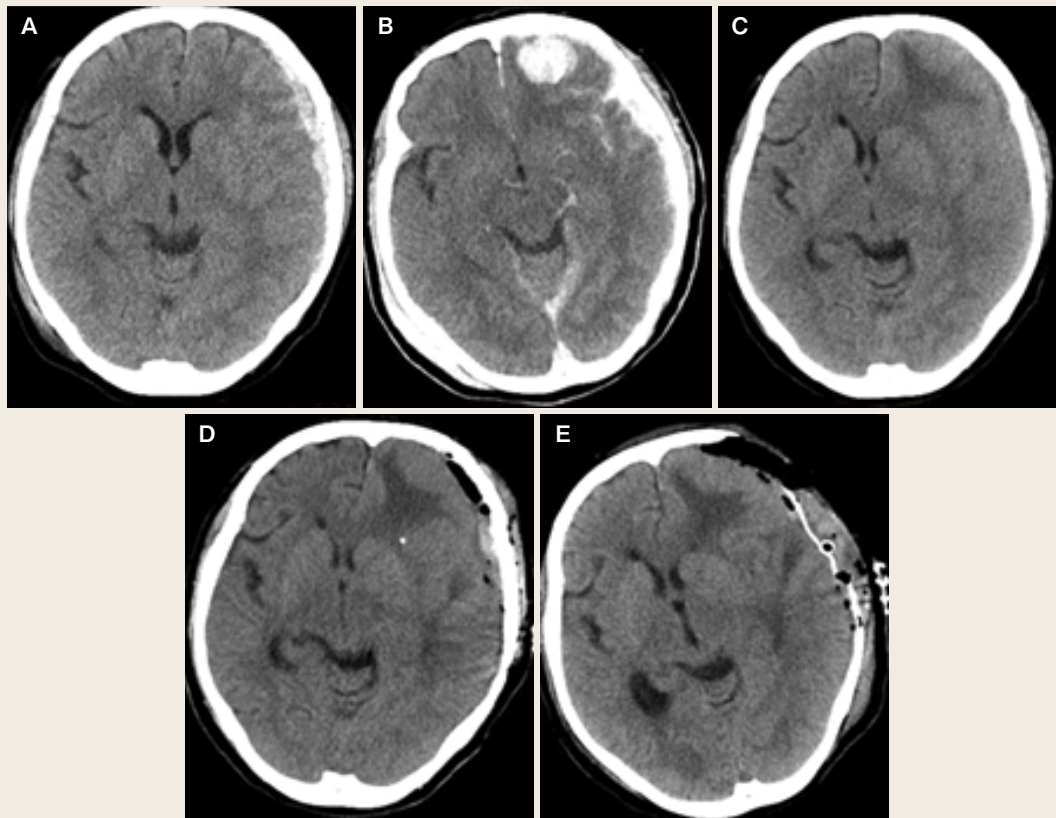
Chronological changes on head CT in Patient 3
